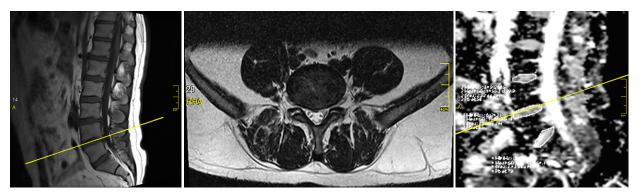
Пациент В., МРТ-граммы на 10-е сутки после лазерной вапоризации. Грыжа межпозвонкового диска на уровне $L_{_{\parallel V}}-L_{_{V'}}$ протрузии дисков $L_{_{\parallel I}}-L_{_{\square V'}}-L_{_{V'}}-S_{_{1}}$.
